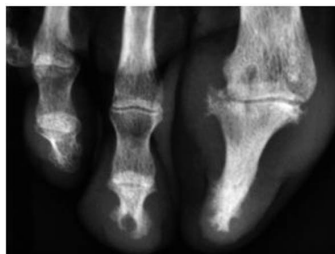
Radiographie de l'avant-pied. Arthrite de l'articulation interphalangienne de l'hallux et résorption des houpes phalangiennes 1 et 2.
